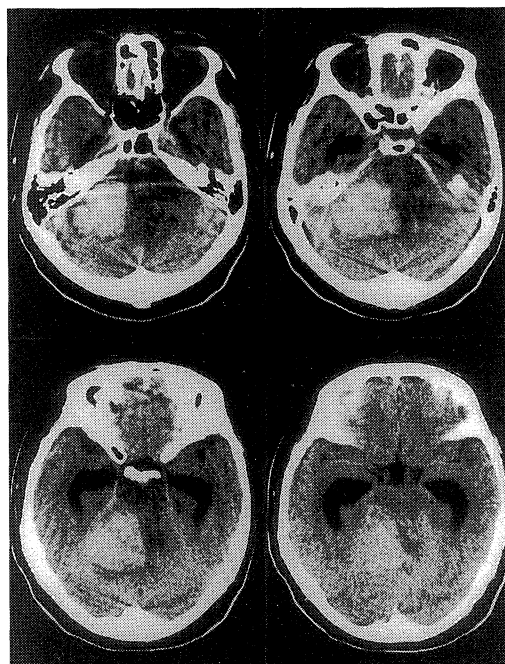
CT scans obtained on admission, showed massive hemorrhage in the right cerebellum, obstructive hydrocephalus and a low density area in the brain stem secondary to compression.
